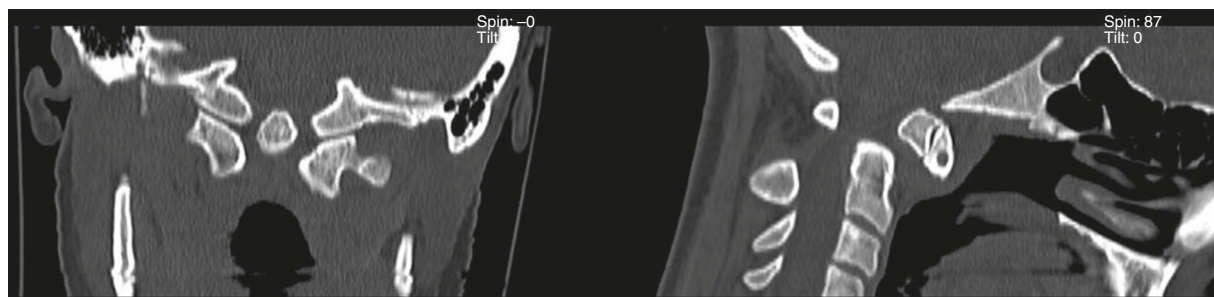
TC cervical: presencia de un os odontoideo con luxación atlanto-axoidea anterior. La porción superior del os odontoideo rebasa la línea de Chamberlain (borde posterior del paladar duro-rebaba posterior del agujero magno), señalando la presencia de una impresión basilar.
